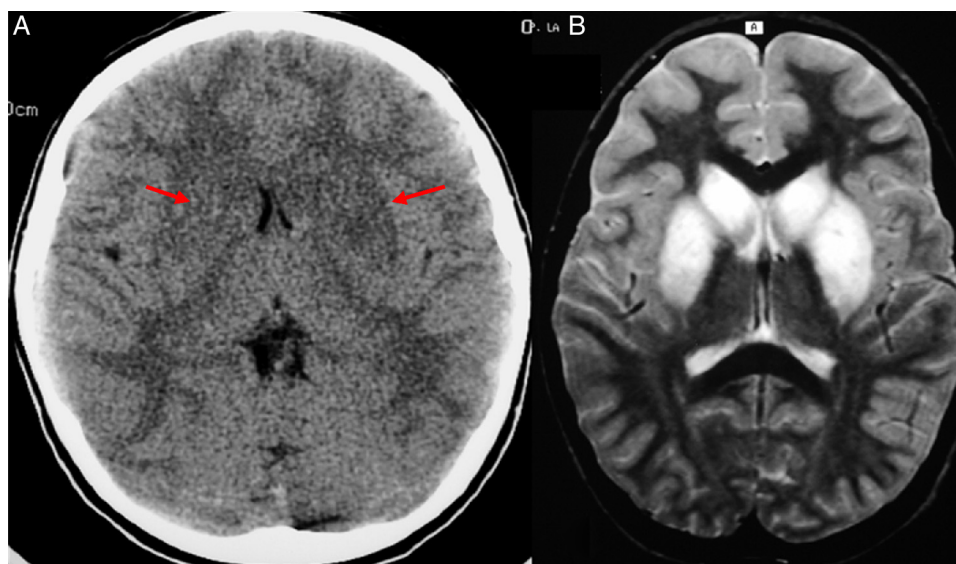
Paciente varón de 6 años de edad, con disminución del nivel de consciencia. Antecedente de infección por micoplasma. A) TC de cráneo sin contraste intravenoso en la que se aprecia una hipodensidad en la cabeza de los caudados, los putámenes y los pálidos (flechas). B) RM cerebral. Axial T2 que muestra un marcado aumento de volumen y de intensidad de señal en el estriado. Hallazgos compatibles con encefalomiелitis aguda diseminada postinfecciosa.
